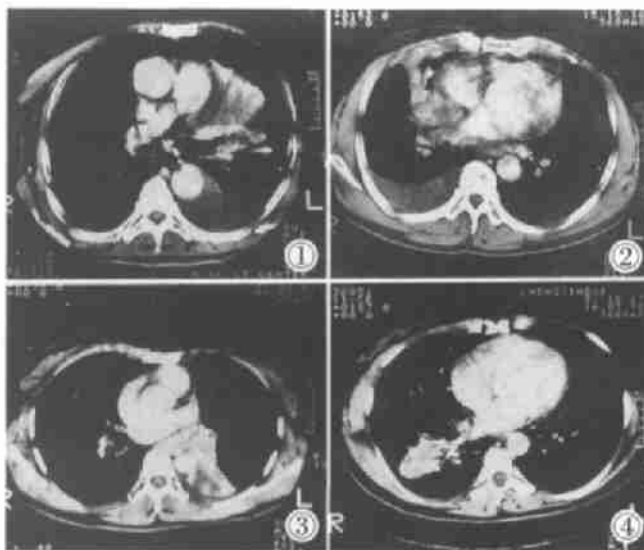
左上肺中心型肺癌,CT增强扫描,肿瘤沿着左主支气管前壁生长,左上肺静脉消失,肿瘤直接浸润左上肺静脉。左胸腔中量积液。
